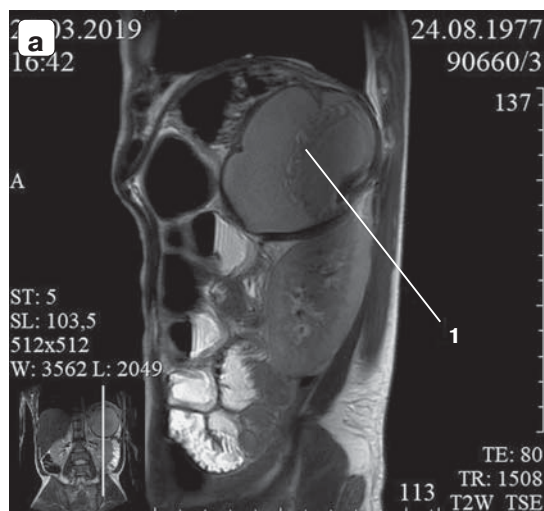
Магнитно-резонансные томограммы. Инфицированная псевдокиста (1): а – сагиттальная проекция; б – фронтальная проекция.
